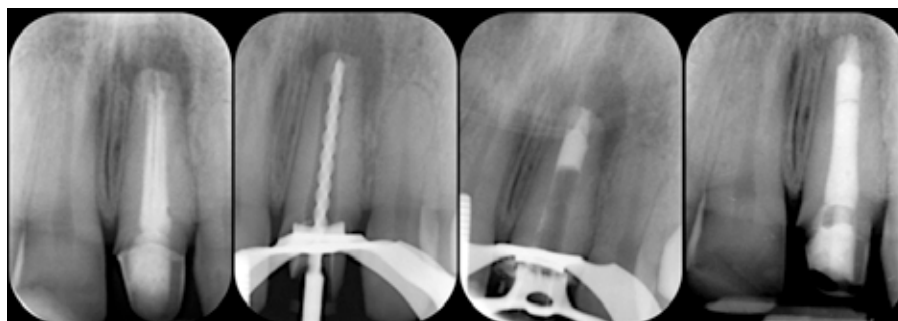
Root canal therapy central upper incisors with a resorbed apex: the working length was determined with an X-ray.
